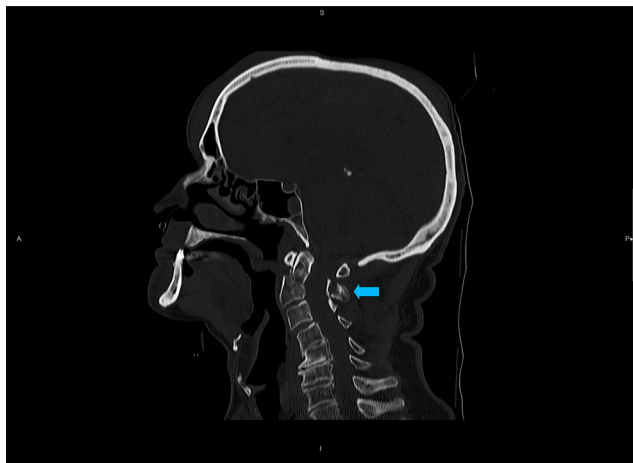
TC: fractura de odontoides.
